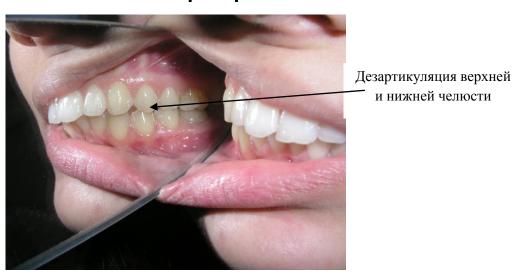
Б-ая 25 лет. Поступила на лечение в стоматологическую клинику ЕрГМУ. DS: Двухсторонняя дисфункция ВНЧС, протрузия. Эстетический дефект со смещением линии центральной окклюзии.
